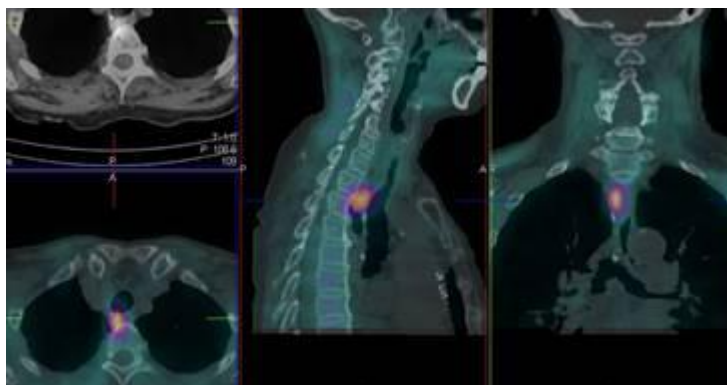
“Low dose“ CT snimka regije medijastinuma – transverzalni presjek (A). Nodozna tvorba označena crvenom strelicom, morfološki se otežano izdvaja. SPECT/CT s ^{99m}Tc MIBI - transverzalni, sagitalni i frontalni presjek (B). Vidljiva je akumulacija u nodoznoj tvorbi retrotrahealno desno.
